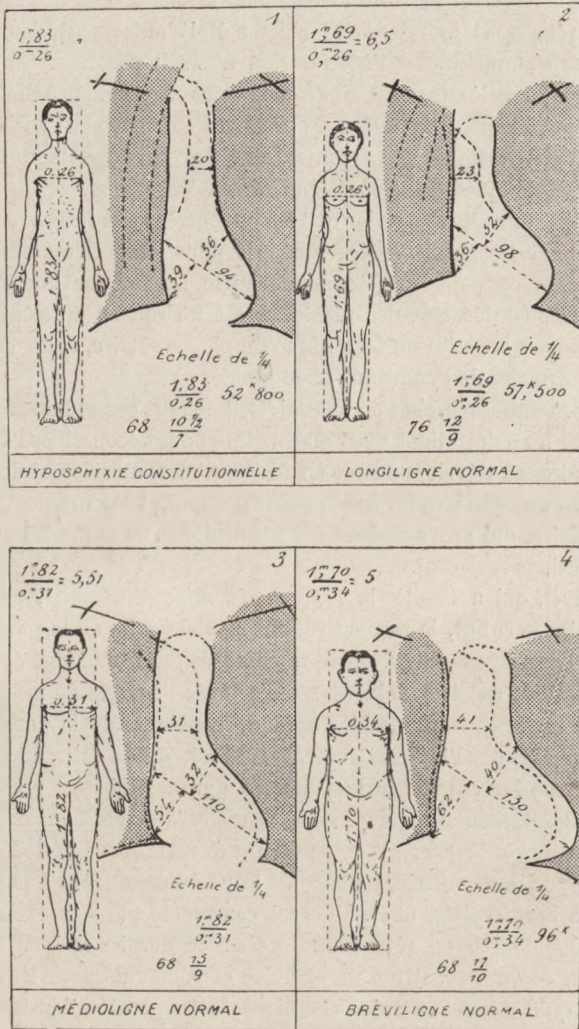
Relations entre la forme générale du corps et la forme du cœur (d'après A. Martinet). A côté de la silhouette de chaque sujet est tracée l'aire cardiaque donnée par la radioscopie et la radiographie.
